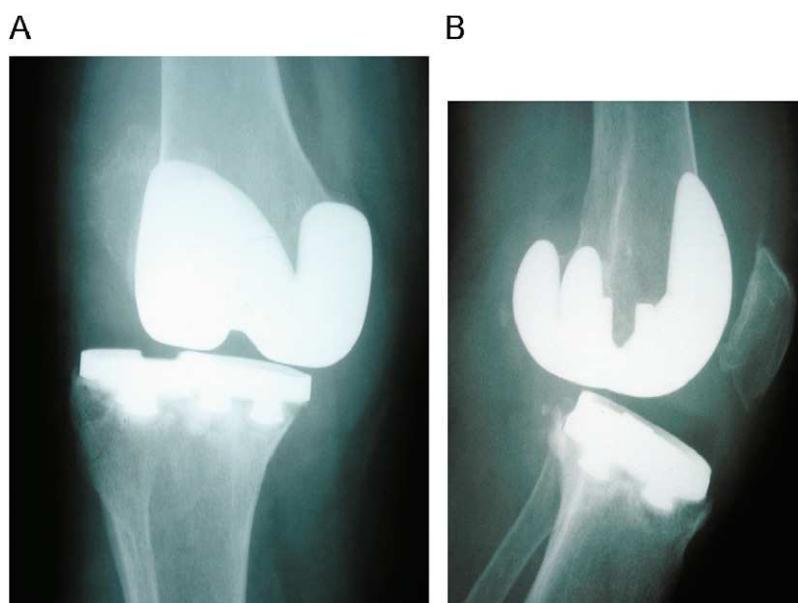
Radiografías de una prótesis total de rodilla inestable por insuficiencia ligamentosa. A: proyección anteroposterior. B: proyección lateral.
